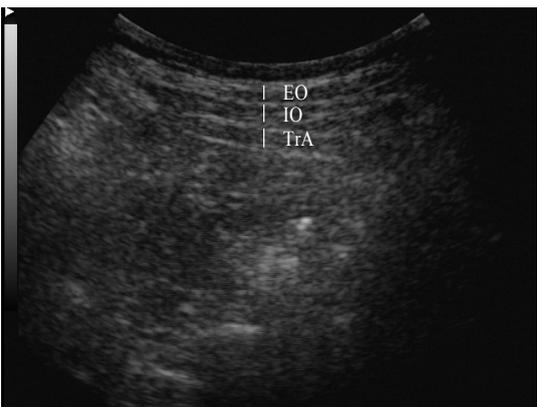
ultrasonographic imaging of ADIM
